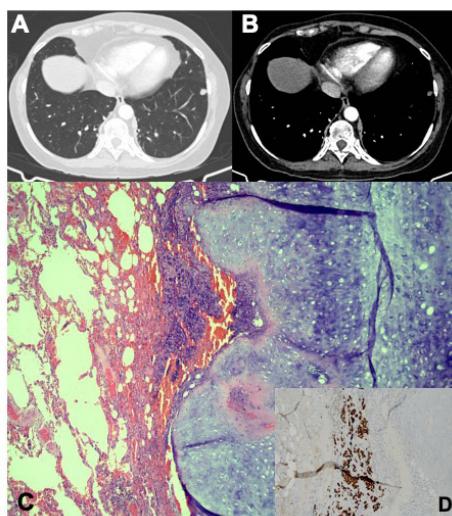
A. Tomografía de tórax, ventana de pulmón donde se evidencia nódulo sólido de 9 mm en el lóbulo inferior izquierdo. B. Ventana de mediastino donde se evidencia componente sólido del nódulo. C. MTT de carcinoma de mama a un hamartoma pulmonar. D. Estudio de inmunohistoquímica positivo para GATA3 en el carcinoma de mama.
